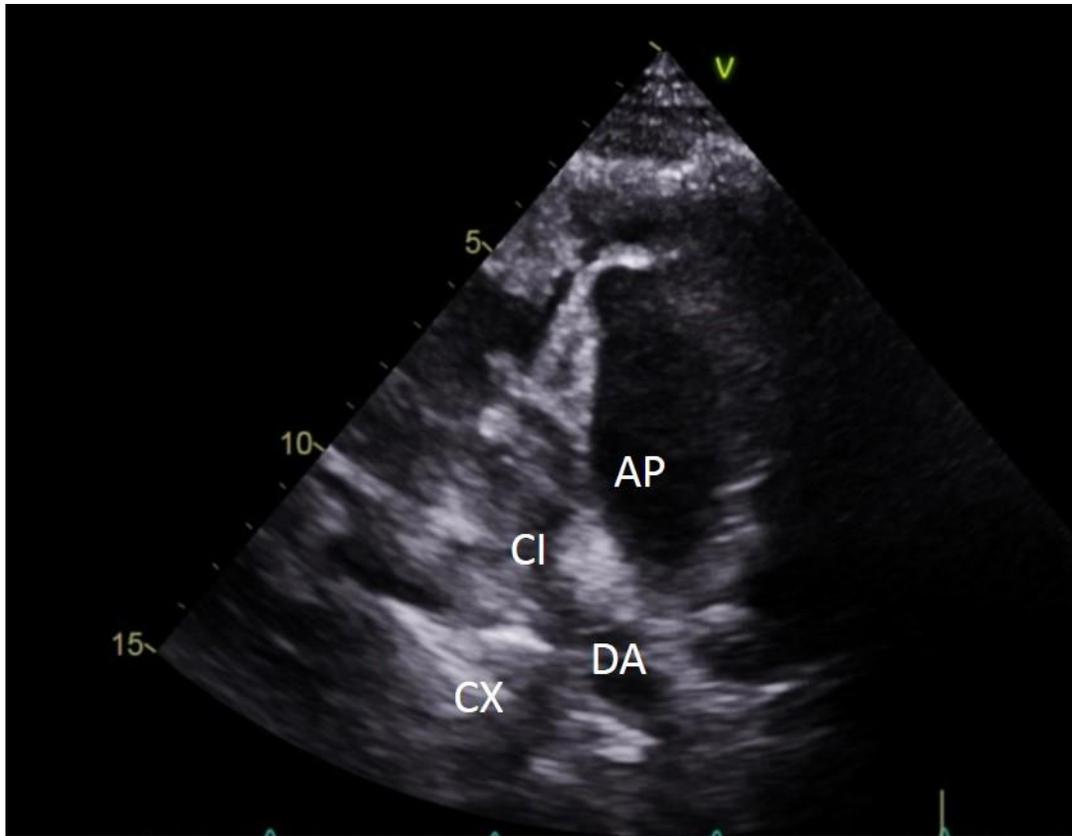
Imagen obtenida mediante ecocardiograma transtorácico. Eje corto de la pulmonar. AP: Arteria Pulmonar. CI: Arteria Coronaria Izquierda. DA: Arteria Descendente Anterior. CX: Arteria Circunfleja.
